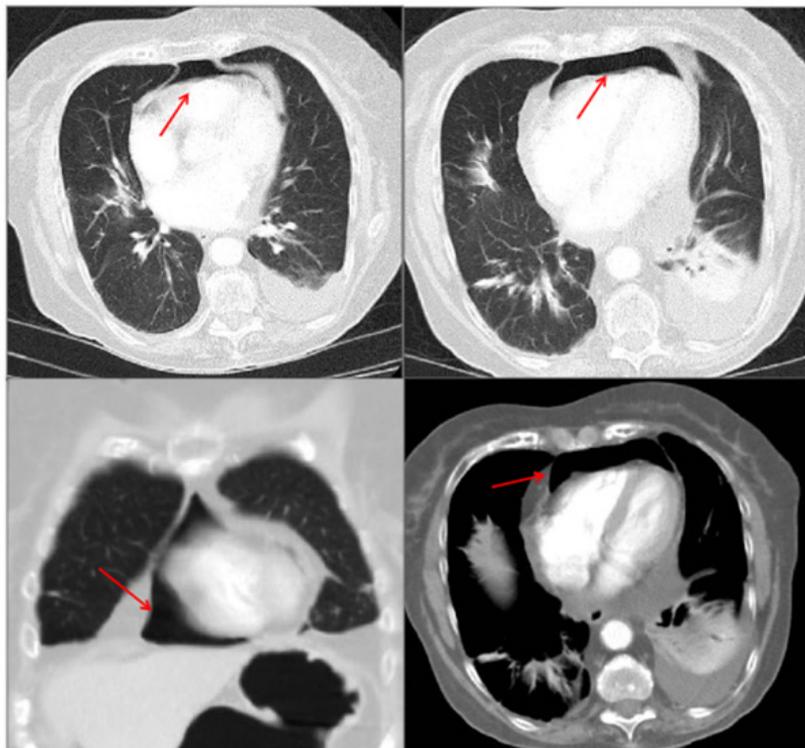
TC tórax: ventana de pulmón a y b).-corte axial y c).-coronal, d) ventana de mediastino en axial, (flechas).
